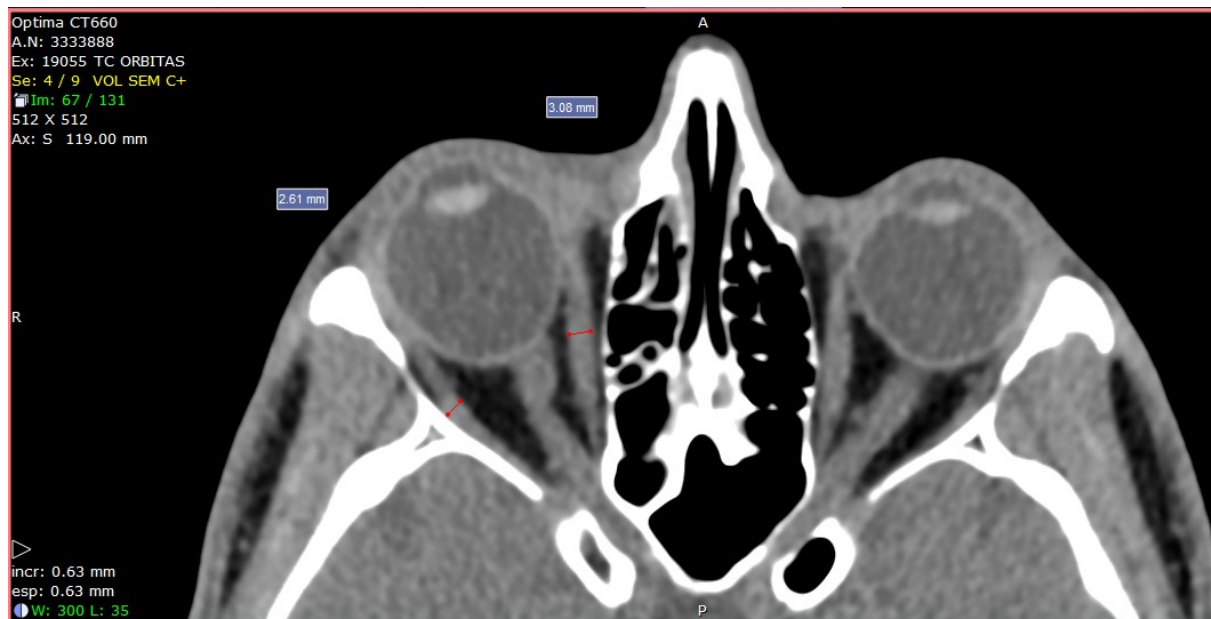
Tomografia computadorizada de órbitas em plano axial: medida da espessura dos ventres musculares do reto medial e do reto lateral. Fonte: própria.
